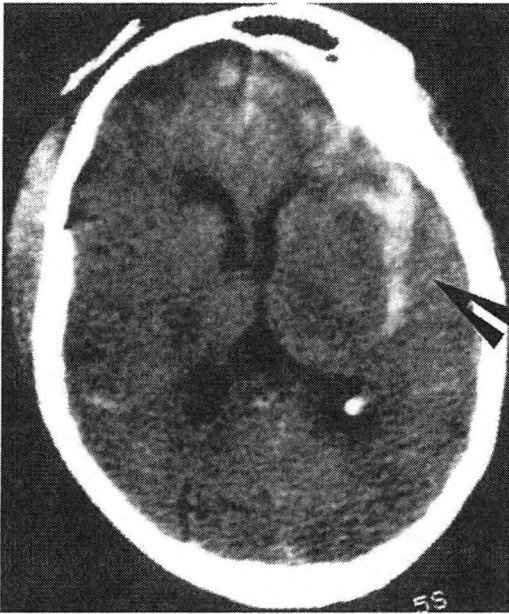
Hemorragia subaracnoidea (flecha gruesa), tras TCE, en el valle Silviano, visualizada en una TAC cerebral.
